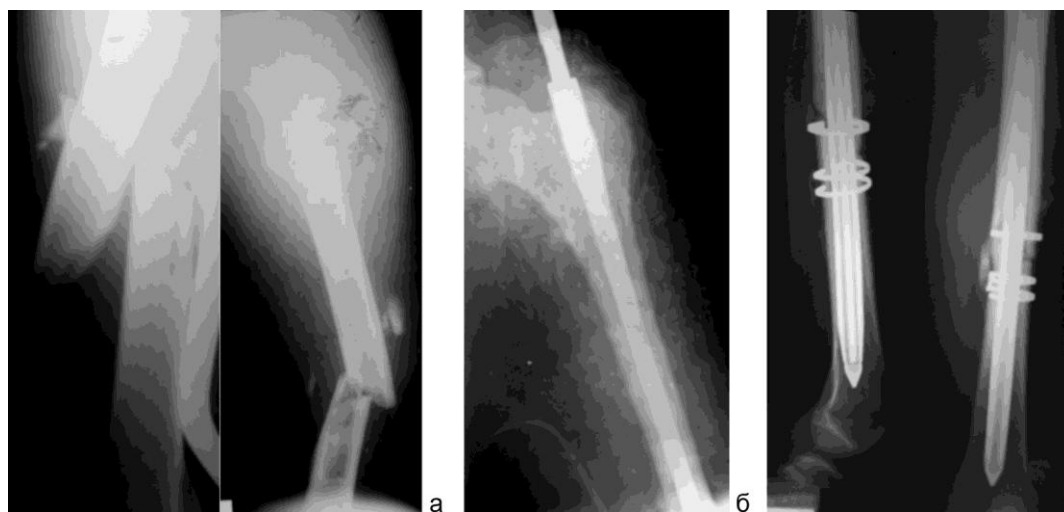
Рентгенограммы больного В.: а – при поступлении; б – во время операции (до расширения стержня); в – через месяц после операции
